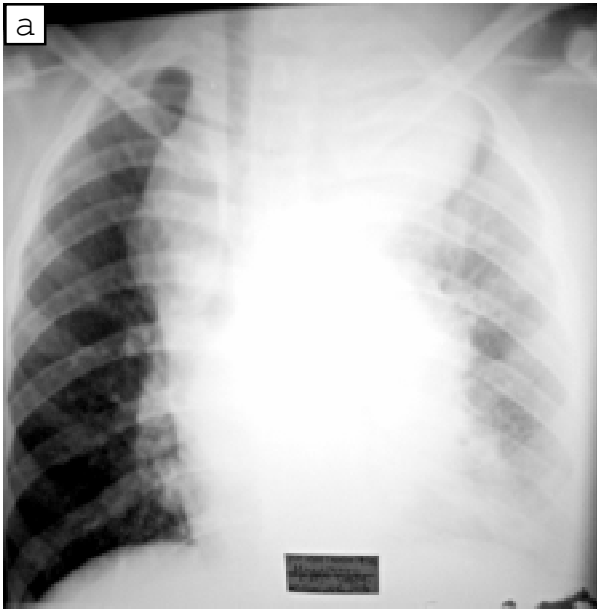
Результати обстеження органів грудної клітки: а — оглядова рентгенограма; б — серединна томограма. Визначається збільшення лімфатичних вузлів паратрахеальної, трахеобронхіальної, біфуркаційної та бронхопульмональної груп. Звуження великих бронхів лівої легені, гіповентиляція останньої
